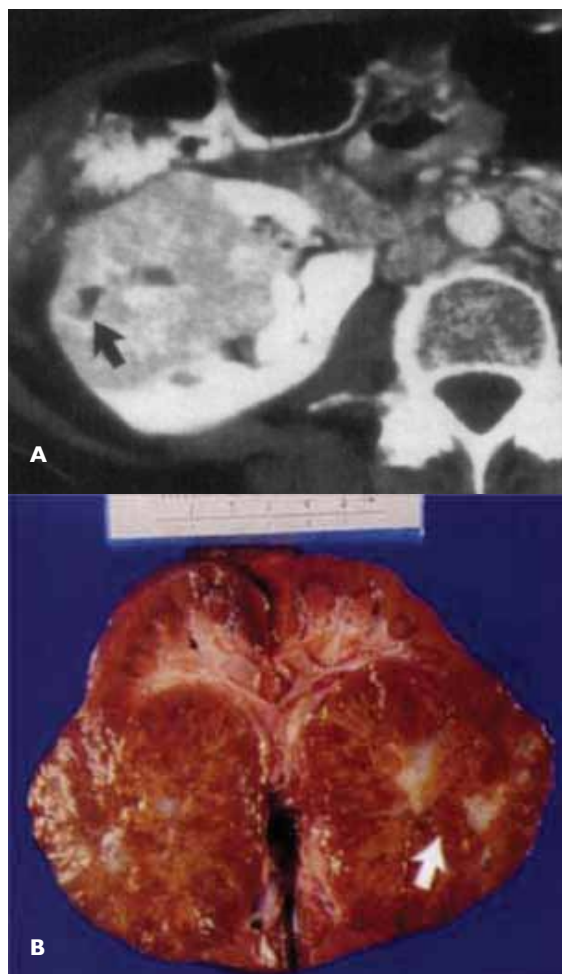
Imagen de oncocitoma de riñón derecho (8cm de diámetro mayor). A. La tomografía con contraste muestra una lesión de densidad heterogénea con área de baja atenuación en la periferie del tumor (flecha negra). B. Fotografía del corte macroscópico de la pieza anatómica que demuestra la cicatriz correspondiente en la periferie del tumor (flecha blanca).
